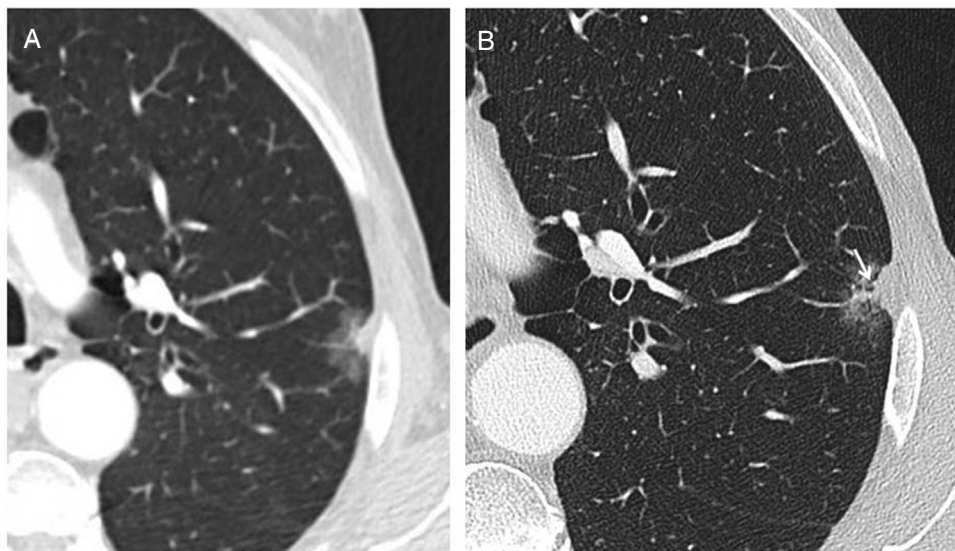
Varón de 70 años al que se le detecta incidentalmente un nódulo parcialmente sólido en lóbulo superior izquierdo. A) Imagen con grosor de 2 mm y filtro de reconstrucción de partes blandas. B) Control de tomografía computarizada a los 3 meses con grosor de 1,5 mm y filtro de reconstrucción de realce de bordes que confirma la persistencia del nódulo y permite identificar con mayor claridad los diferentes componentes, además de la presencia de pseudocavitación (flecha blanca). La biopsia confirmó la sospecha de adenocarcinoma con patrón de crecimiento lepidico.
